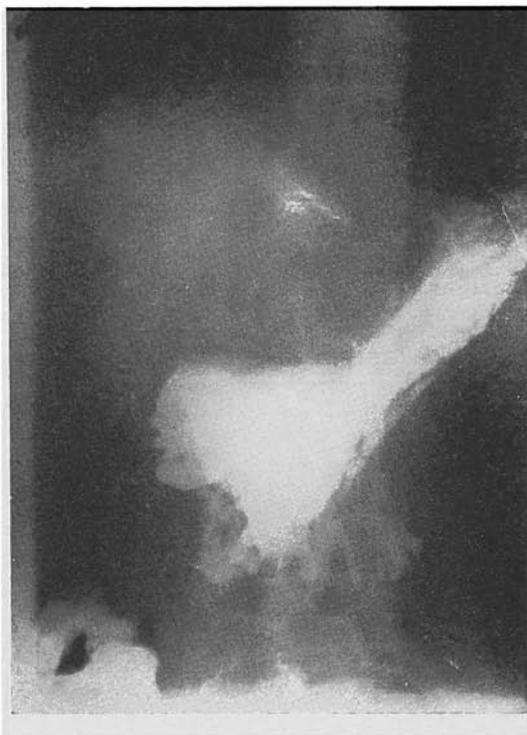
Caso 2. Radiografia mostrando o estômago e uma alça intestinal anastomosada em relevo que vai à outra cheia. Esta era o ceco, pois cirurgicamente a anastomose era gástrileostomia a 20 cm da válvula ileo-cecal.
